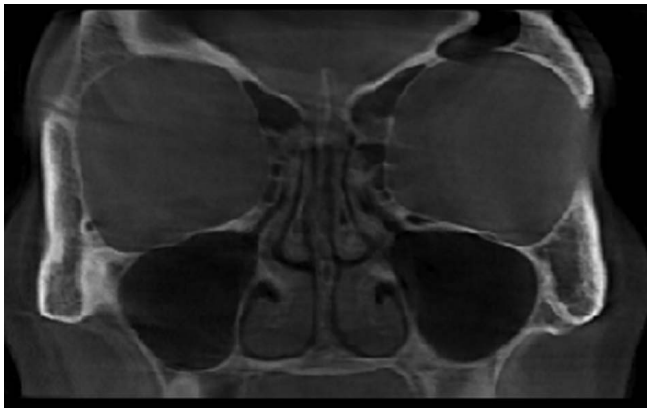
КТ ОНП, полная воздушность гайморовых пазух — утолщение слизистой не визуализируется
